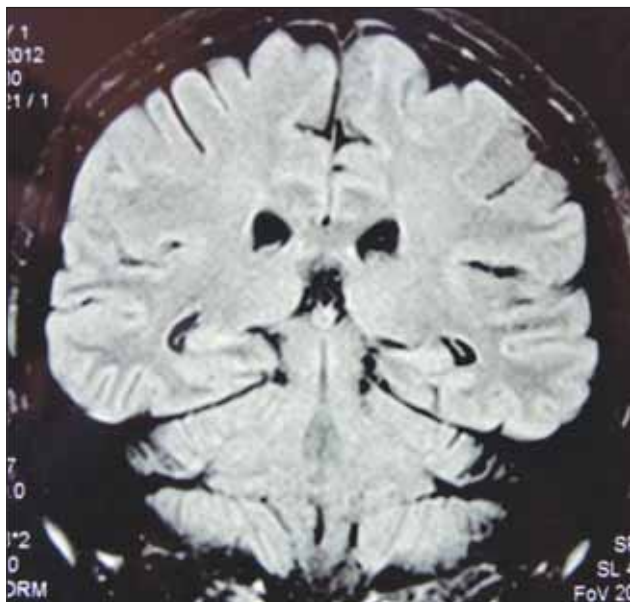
RMN-ul cerebral nativ din 11 septembrie 2012
